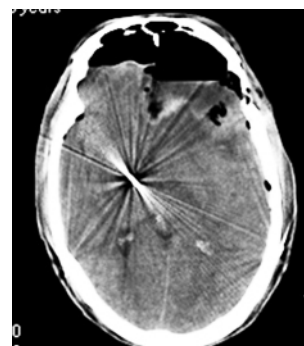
额叶血肿清除术后 CT 血肿清除,左侧电极已拔除
